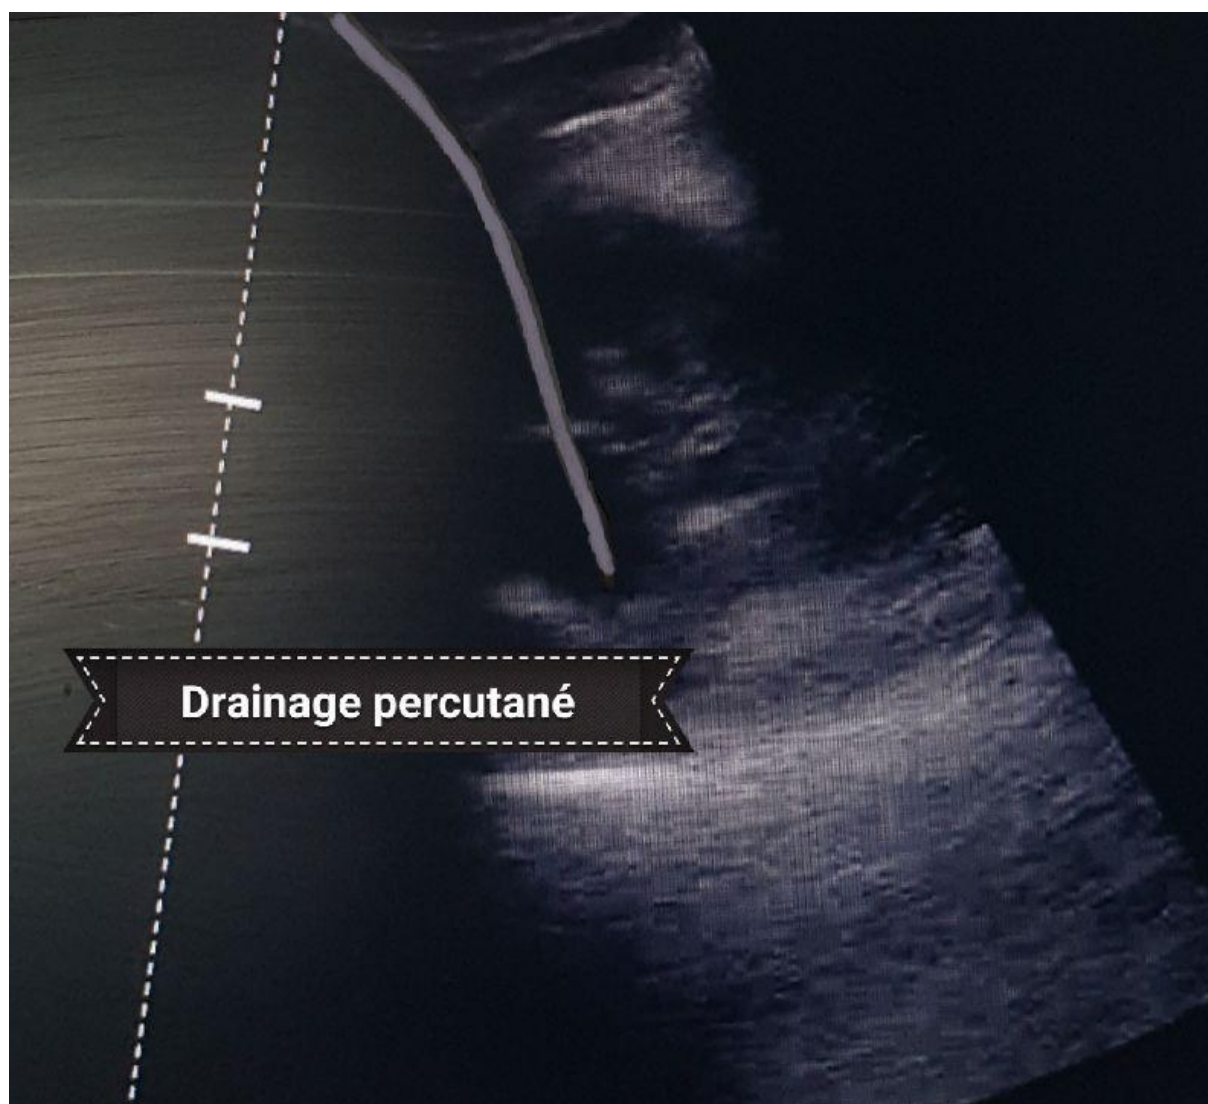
Drainage percutané sous contrôle échographique chez l'une de nos patientes.
